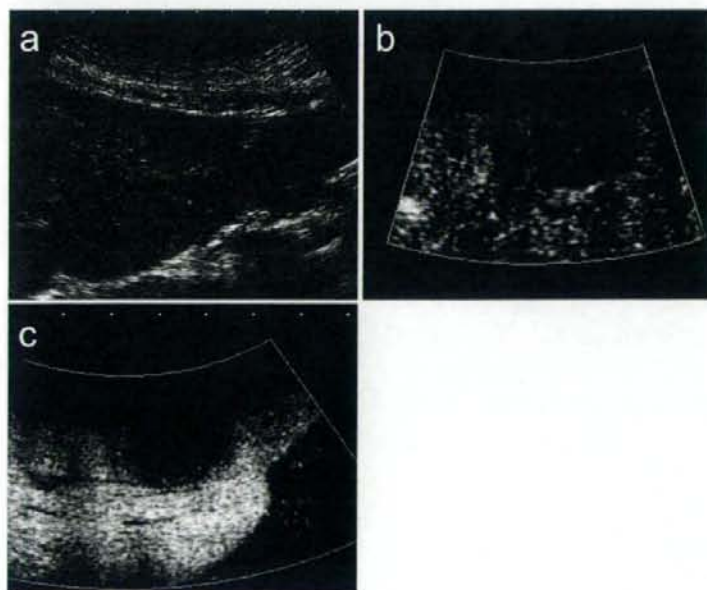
超音波検査:BモードエコーにてS3に径20mmの低エコー腫瘍を認めた(a)。レボピストを用いた造影超音波検査において、同腫瘍はvascular phaseでは乏血性であり(b)、delayed parenchymal phase (Kupffer image)ではcomplete defectを呈した(c)。
